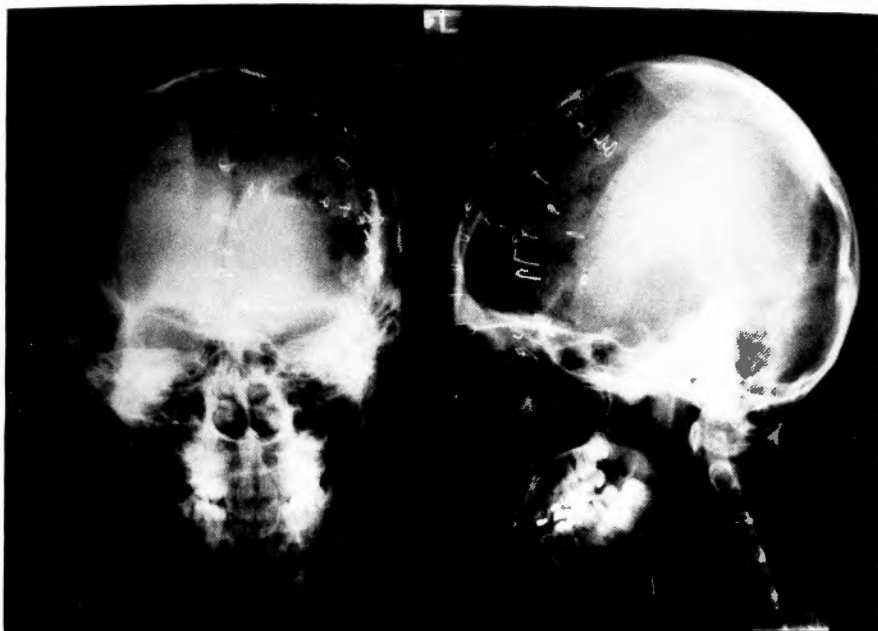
Postoperative skull plain films.
